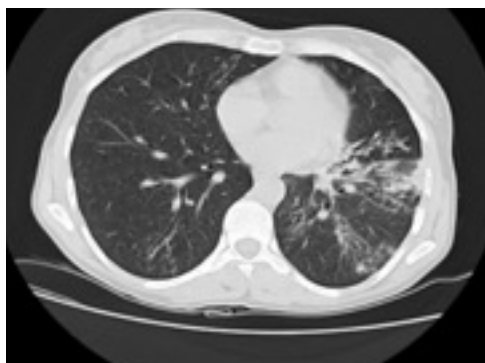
Tomografia Computorizada do tórax, dois cortes axiais (Serviço de Urgência, junho de 2013): "Bronquiectasias com maior expressão nos lobos inferiores, com espessamento parietal e zonas com densificação peribrônquica associadas, observando-se áreas de condensação no lobo inferior esquerdo compatíveis com alterações infecciosas (não se exclui etiologia específica, nomeadamente tuberculose pulmonar atípica). Sem adenopatias. Sem derrame pleural."
